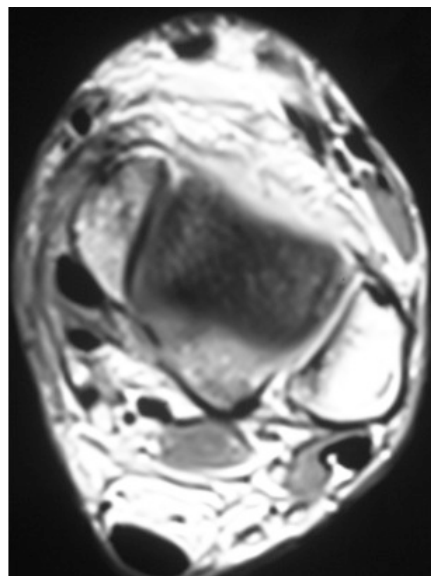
RMN postoperatoria de la lesi3n, se observa normoposici3n del tend3n del tibial posterior en la corredera retromaleolar interna.
